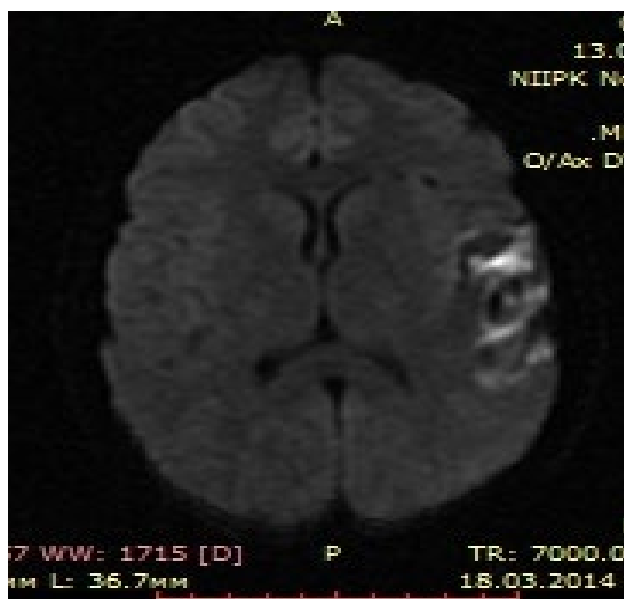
Данные МРТ головного мозга после тотальной эмболизации АВМ с развитием сенсорной афазии (определяются признаки ишемических изменений по периферии АВМ, подострая стадия (гиперинтенсивный сигнал на DWI и FLAIR))
